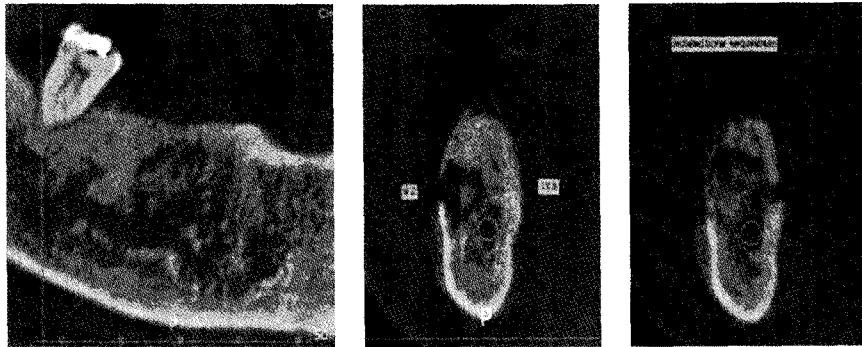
Dental CT의 panoramic section 및 cross section. 골의 파괴양상 및 부골을 관찰할 수 있다.
